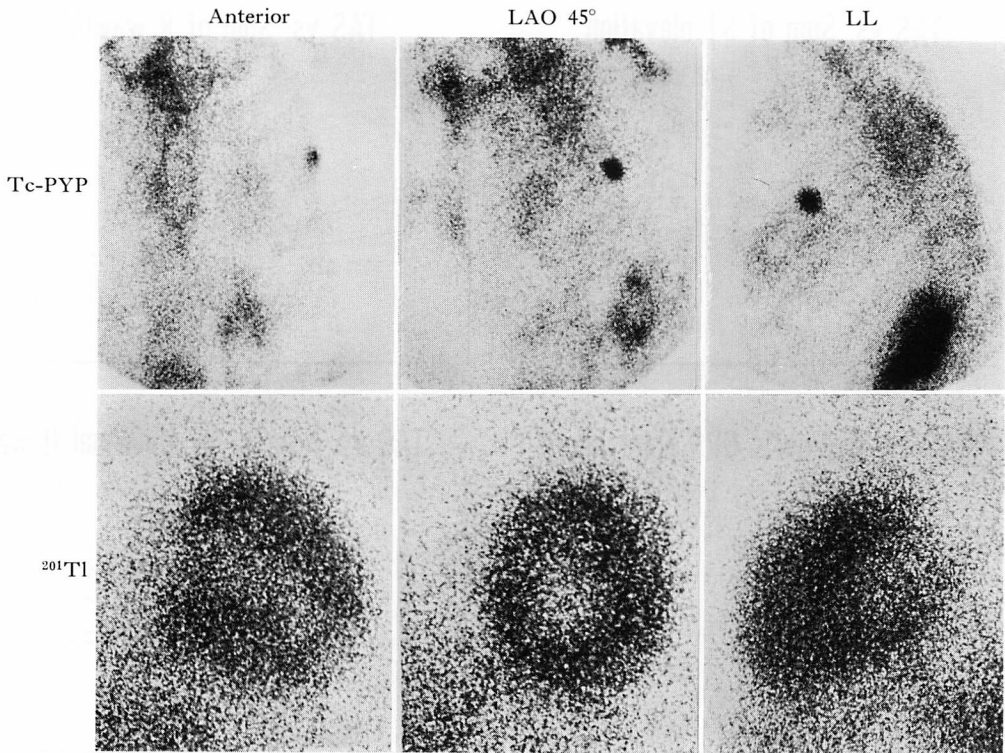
Myocardial scintigrams from a case of reversible ischemic myocardial damage (69-year-old woman, peak CPK 344 IU).
